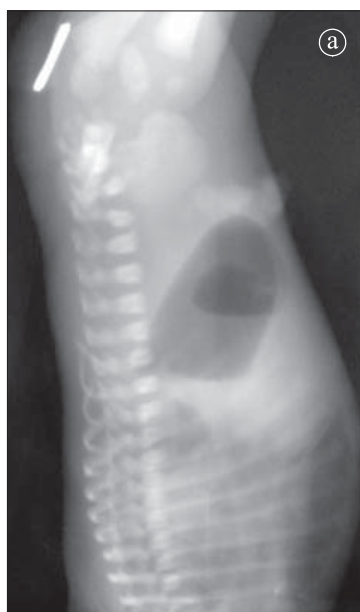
Atrezie rectală. Radiografie abdominală LL cu copilul poziționat cu capul în jos. a) 19 ore b) 2 zile.
